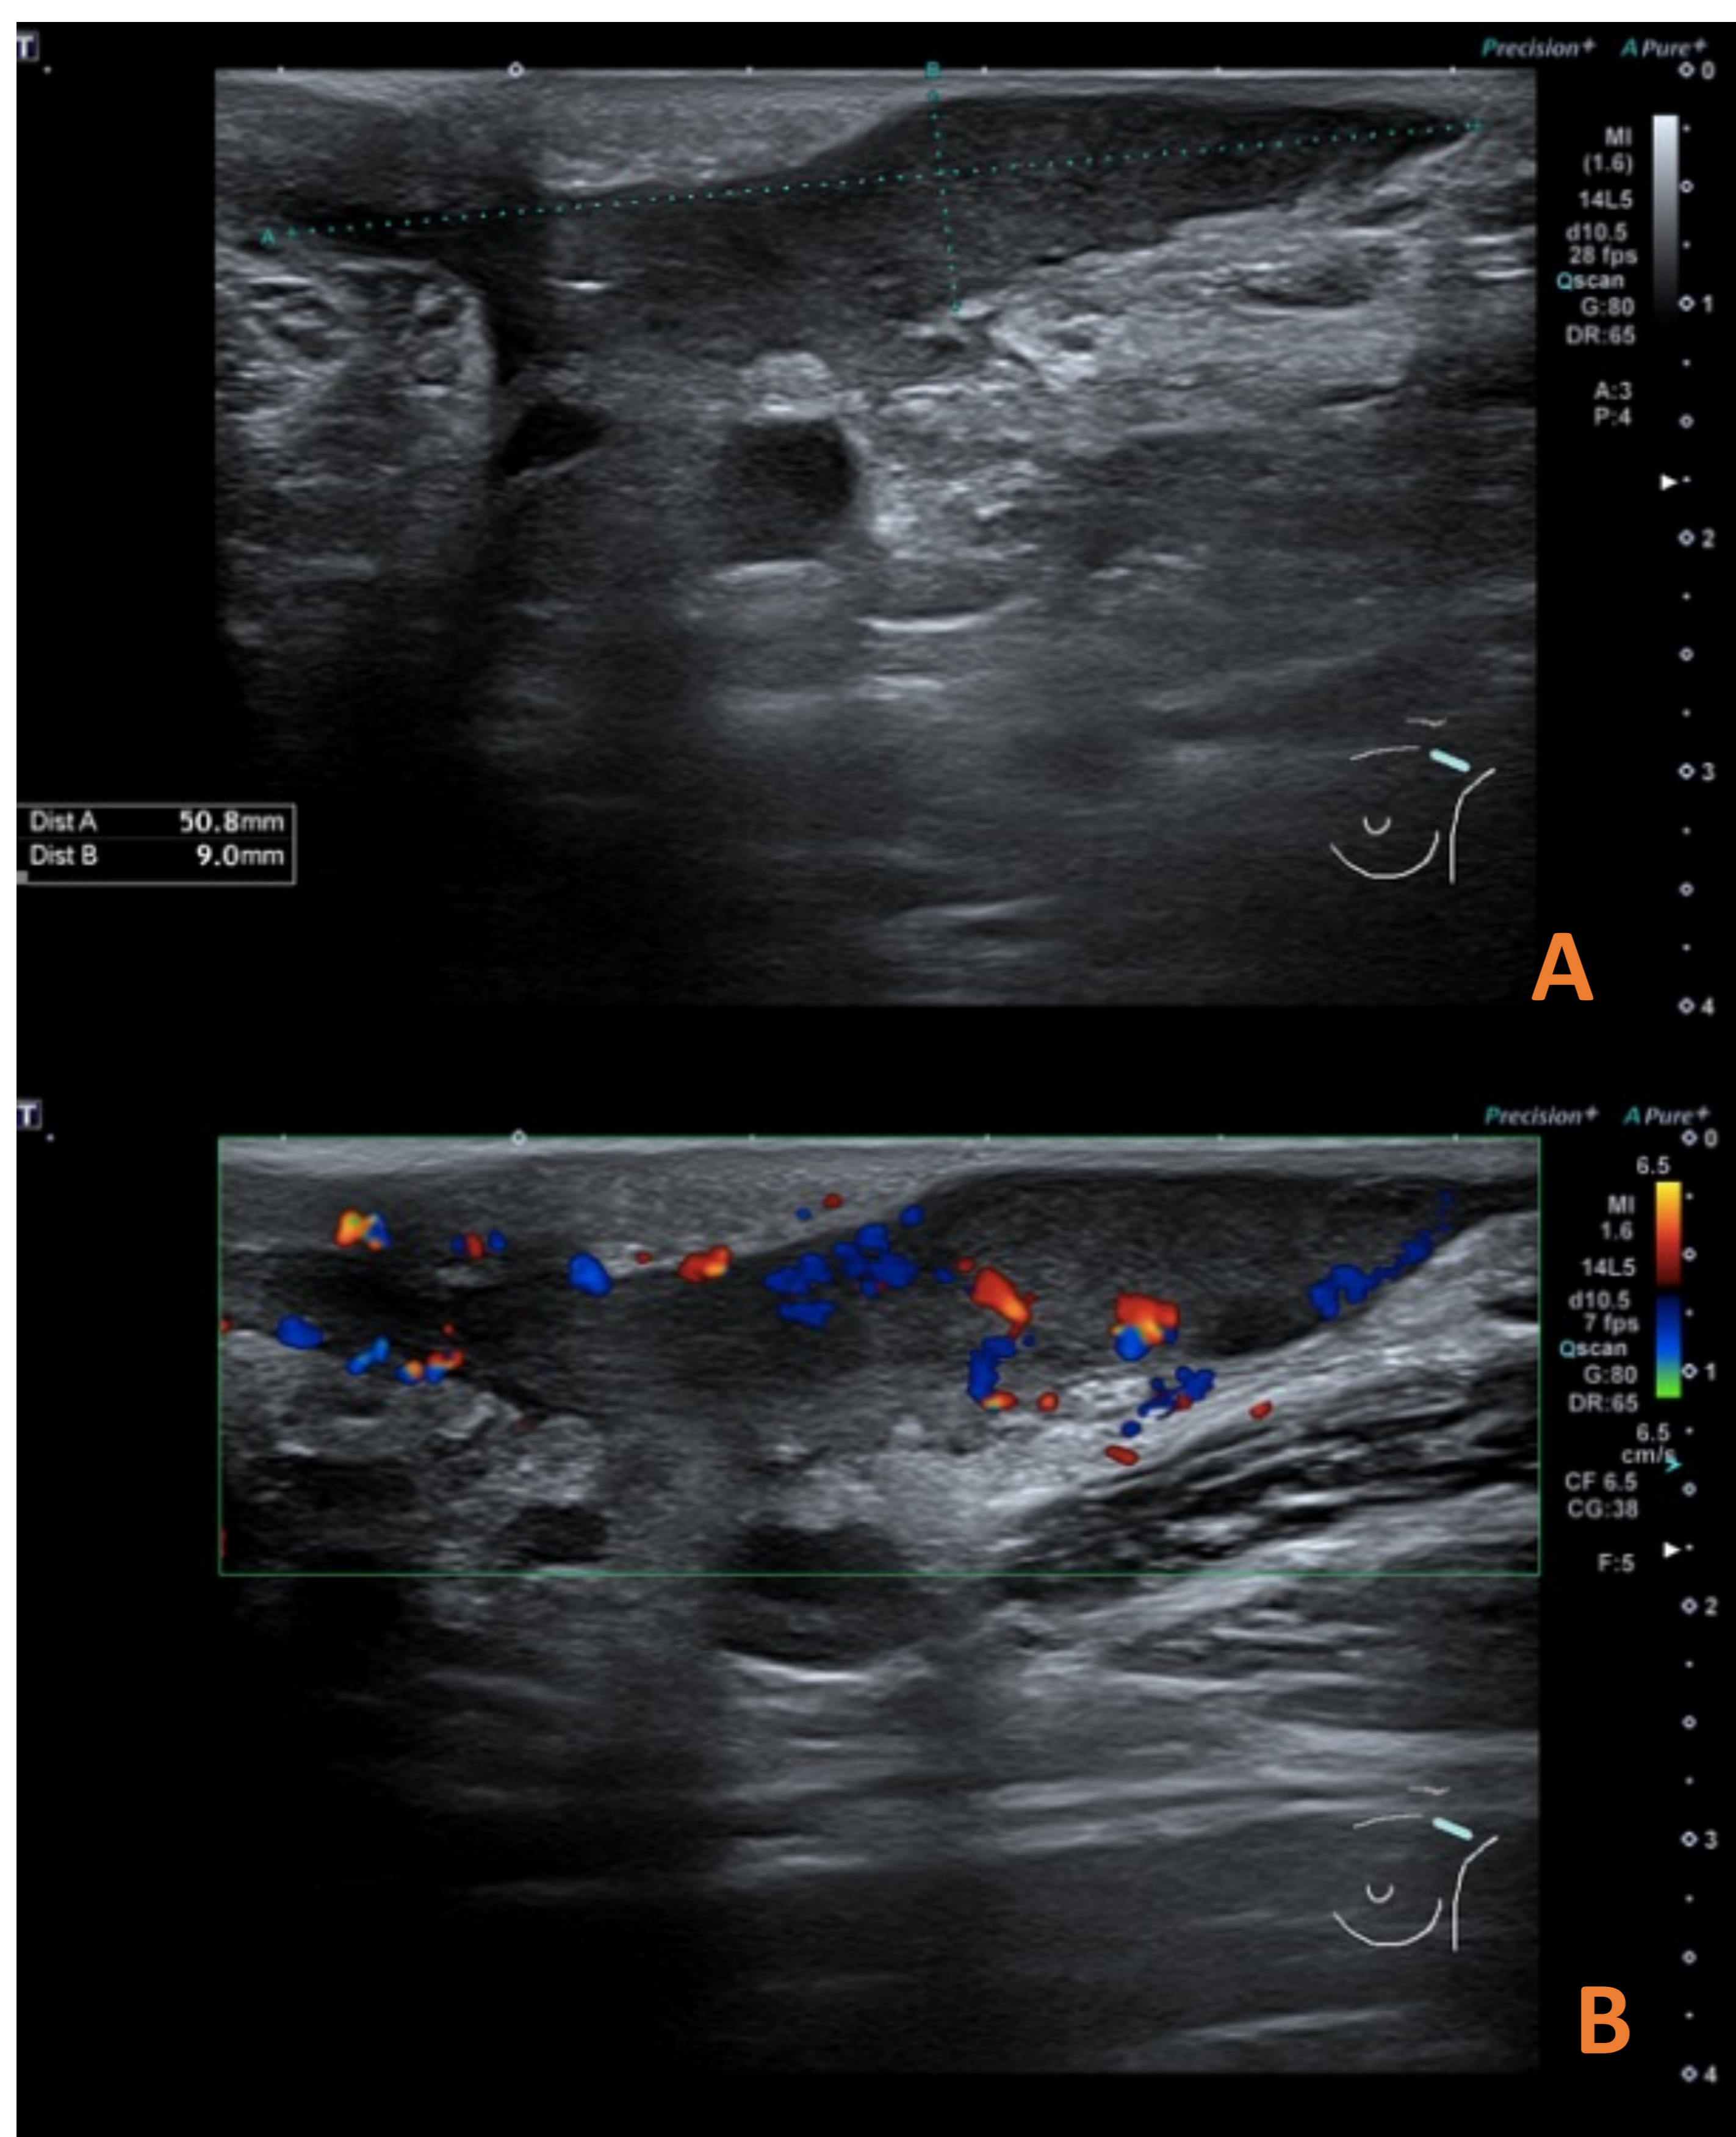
Lesión supurativa en región axilar izquierda asociada a cambios inflamatorios cutáneos. Por ecografía (A) se aprecia colección hipoecoica subcutánea con contenido ecogénico móvil y marcados cambios inflamatorios asociados (aumento de la señal Doppler e hiperecogenicidad del tejido adiposo adyacente, B). También hay varios ganglios axilares agrandados, de apariencia reactiva. Hallazgos en relación con hidradenitis supurativa.
